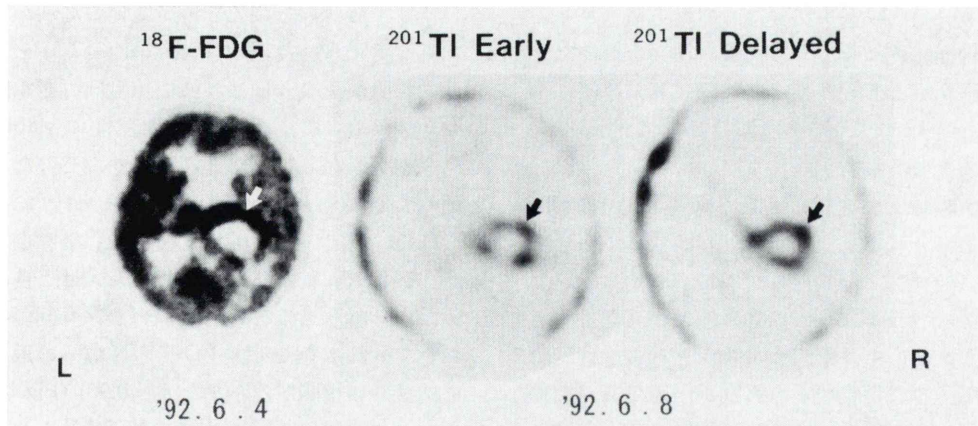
^{18}F -FDG PET, and early and delayed ^{201}Tl SPECT of a patient with glioblastoma multiform. ^{201}Tl accumulated to the corresponding lesion with abnormal ^{18}F -FDG uptake (arrow).
